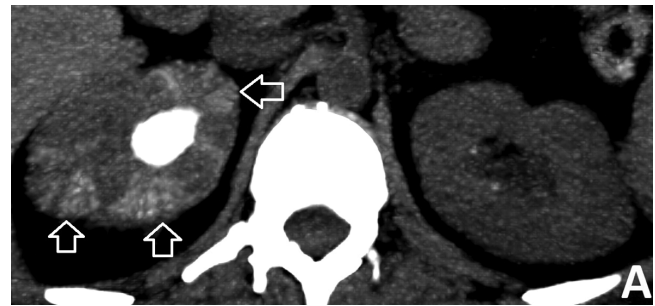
Компьютерные томограммы, нативная фаза. А – аксиальная проекция, Б – фронтальная проекция. Определяются участки задержки контраста в верхнем сегменте правой почки (прозрачные стрелки). В расширенных чашечках сосочки полностью разрушены (белая стрелка)
